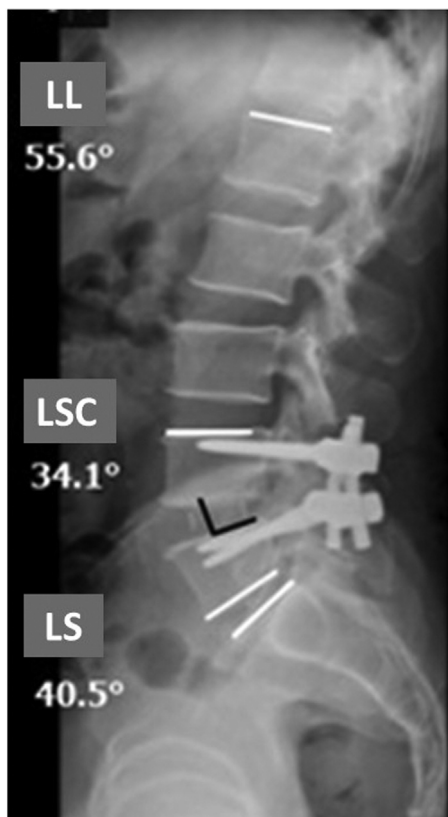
Radiografia de coluna em perfil (lateral) demonstrando as aferições angulares após introdução do cage – LL (lordose lombar), LSC (lordose segmentar do cage) e LS (lordose segmentar).
